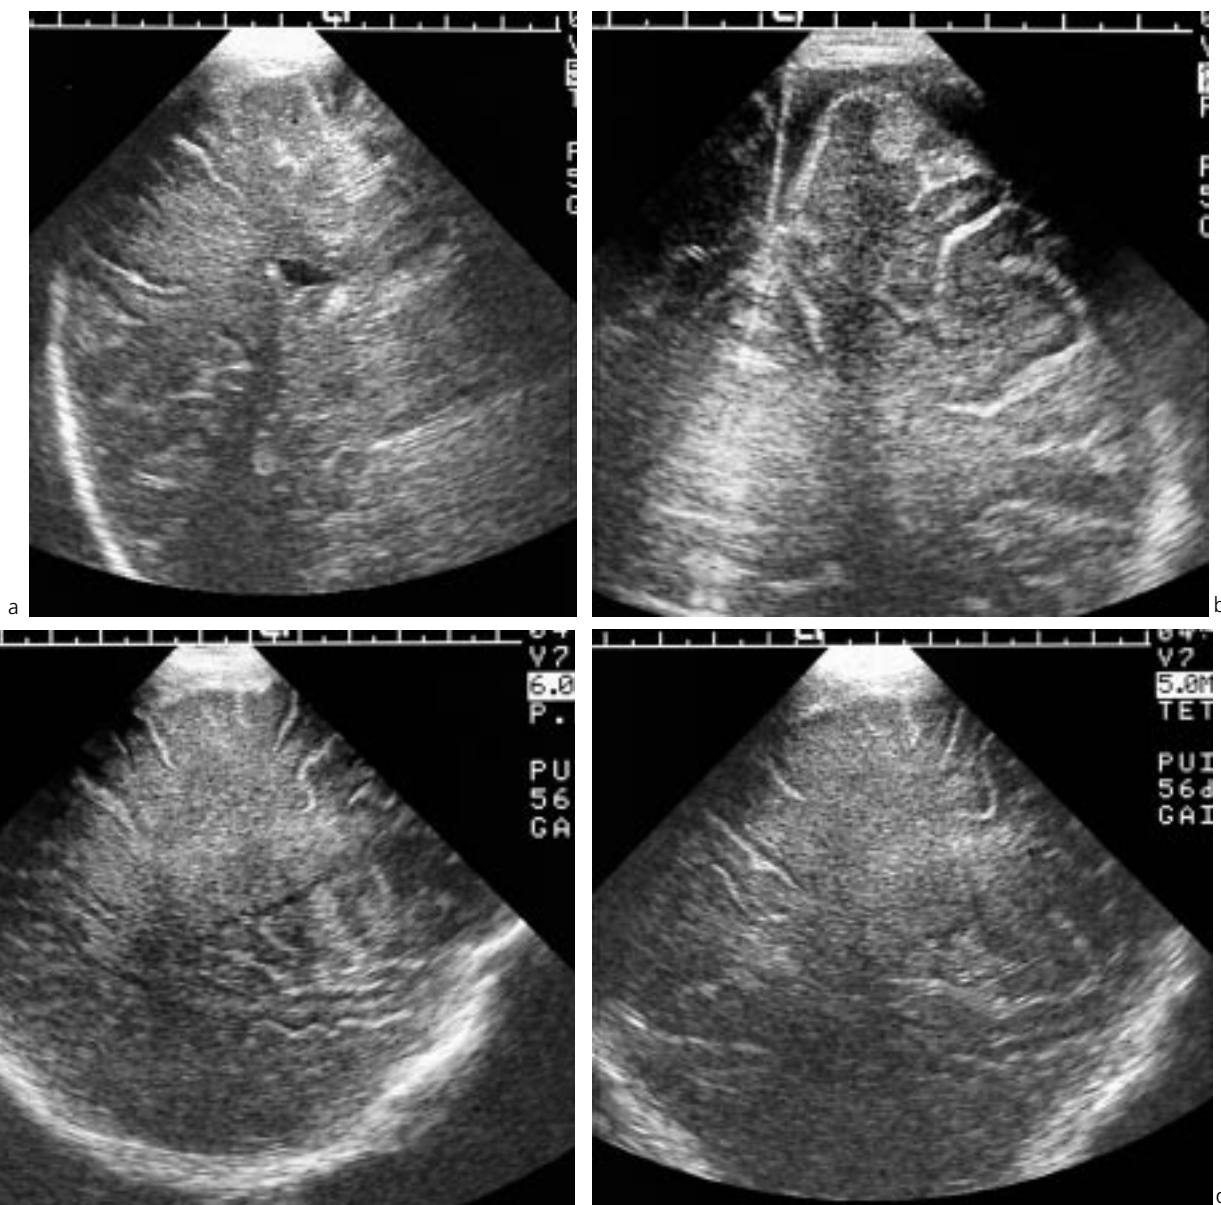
Contrôle échographique trois jours après l'admission.
